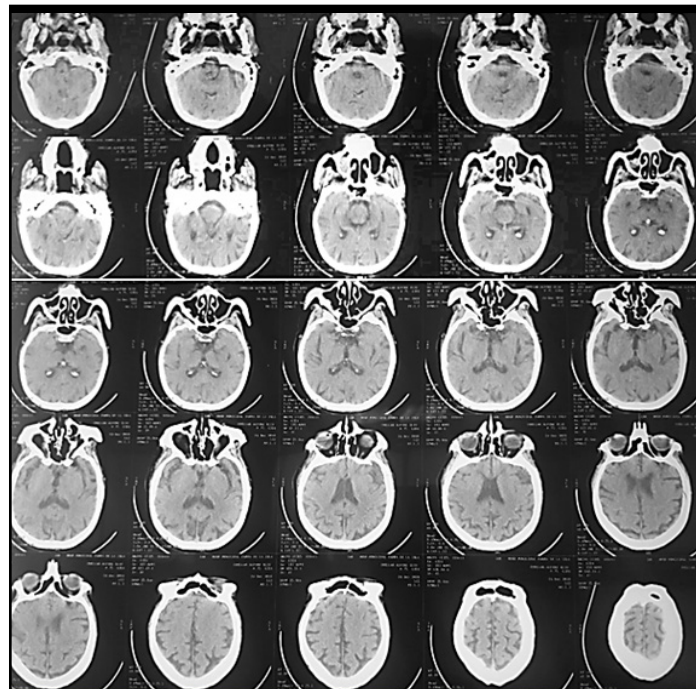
Tomografía cerebral sin contraste: sin evidencia de lesiones en parénquima, cisternas peritroncales libres, línea media conservada y sin signos de edema cerebral.
